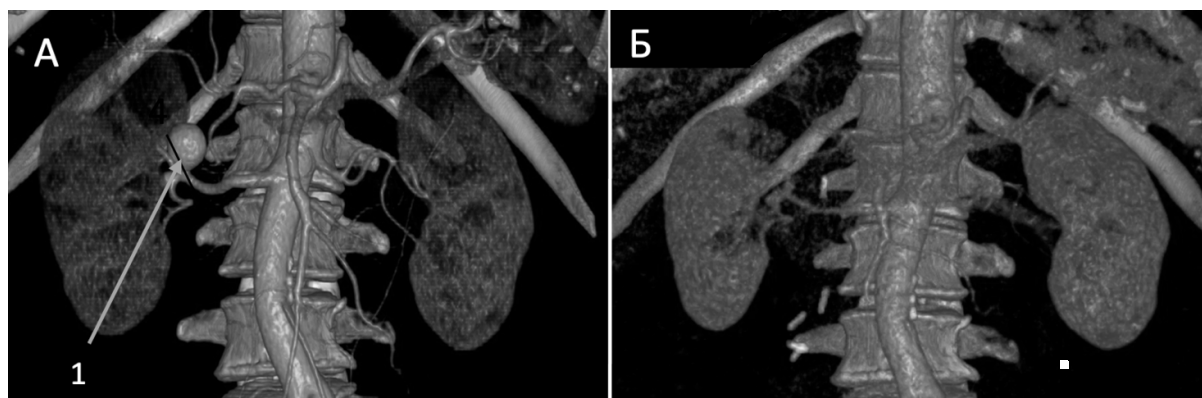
Сравнительная МСКТ-ангиограмма мешотчатой аневризмы правой почечной артерии (1) до (А) и после (Б) оперативного лечения.
